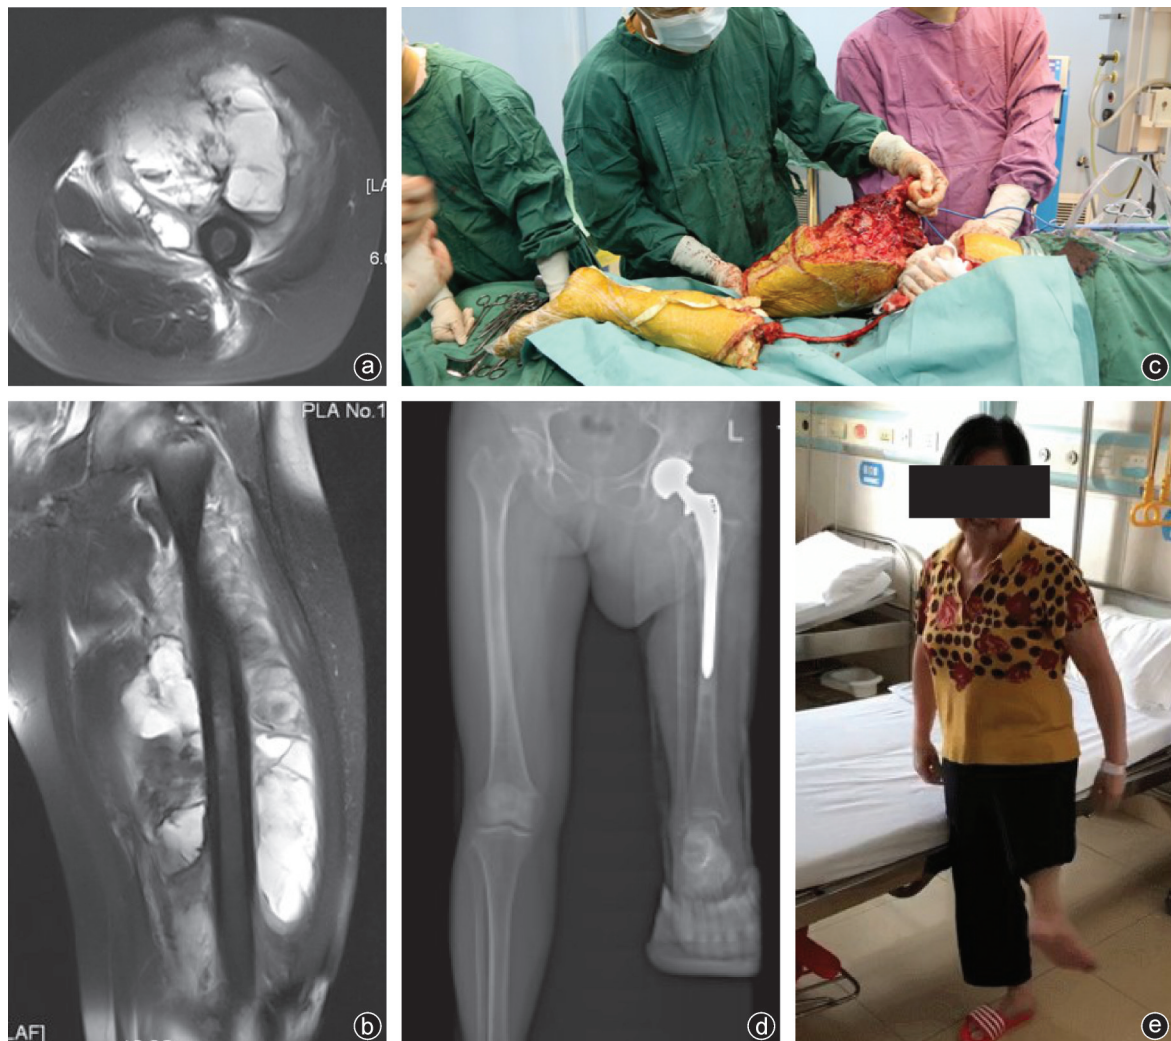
女,61岁,左大腿脂肪肉瘤 a:肿瘤广泛包绕股血管和股神经,前群肌肉广泛累及,后群肌肉少量累及,坐骨神经未累及;b:肿瘤累及全股骨,上至大粗隆;c:完整切除全股骨仅保留坐骨神经;d:双下肢全长X线片提示假体在位满意:e:病人功能满意
